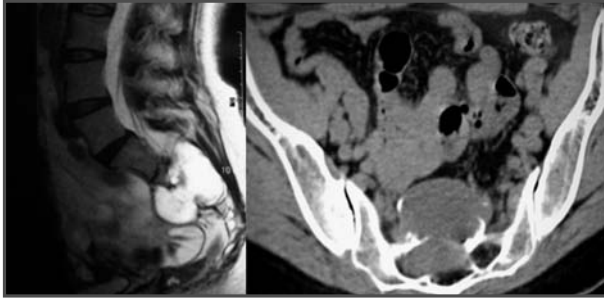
Imágenes de RM y TA.
